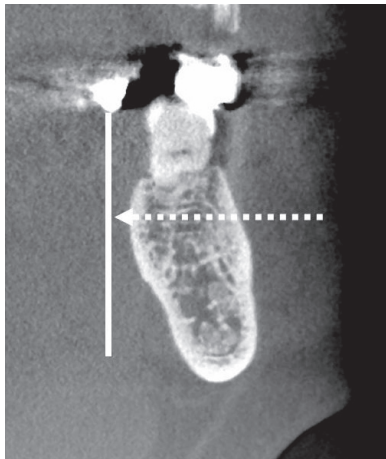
下顎骨のコーンビームCTによる断層像. X線(点線矢印)は頬舌側の皮質骨と海綿骨を通過してフィルムに到達する.
